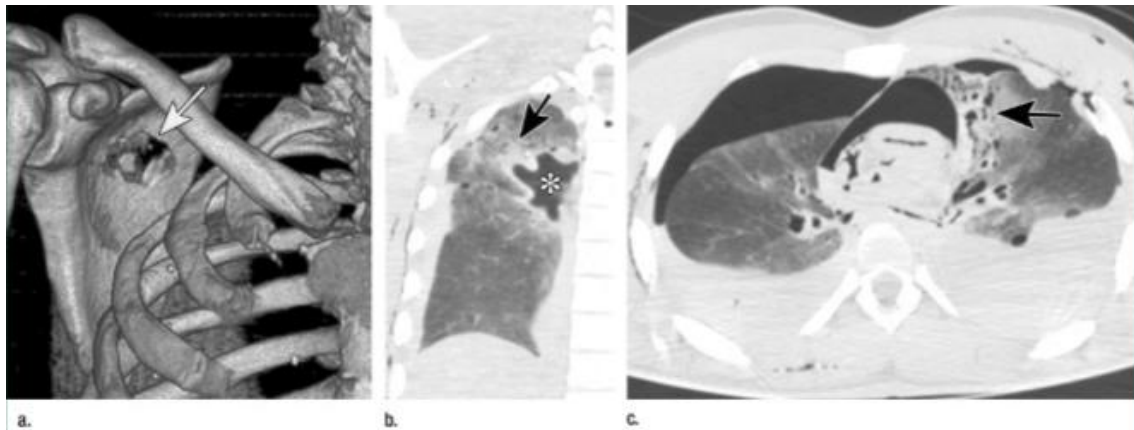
Herida mortal por arma de fuego en el tórax. El proyectil entró por el hombro derecho y atravesó la escápula derecha, el ápice pulmonar derecho, el tronco pulmonar, el pericardio y la lingula. (A) La imagen de tomografía muestra la trayectoria del proyectil a través de la escápula (flecha). (B) La imagen de la TC coronal muestra la trayectoria (flecha) a través del vértice derecho con una cavidad grande. (C) La TC transversa muestra un hemopneumopericardio, corazón colapsado, múltiples espacios quísticos (flecha) en la lingula a lo largo del recorrido del proyectil, hemopneumotórax bilateral y gas subcutáneo¹⁰.
